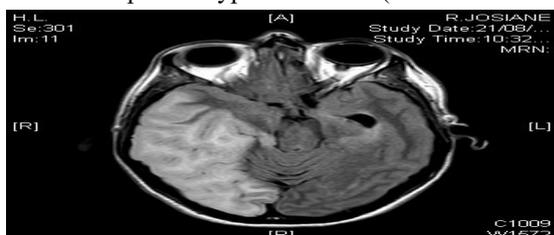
extension temporale droite de l’ischémie (IRM)
